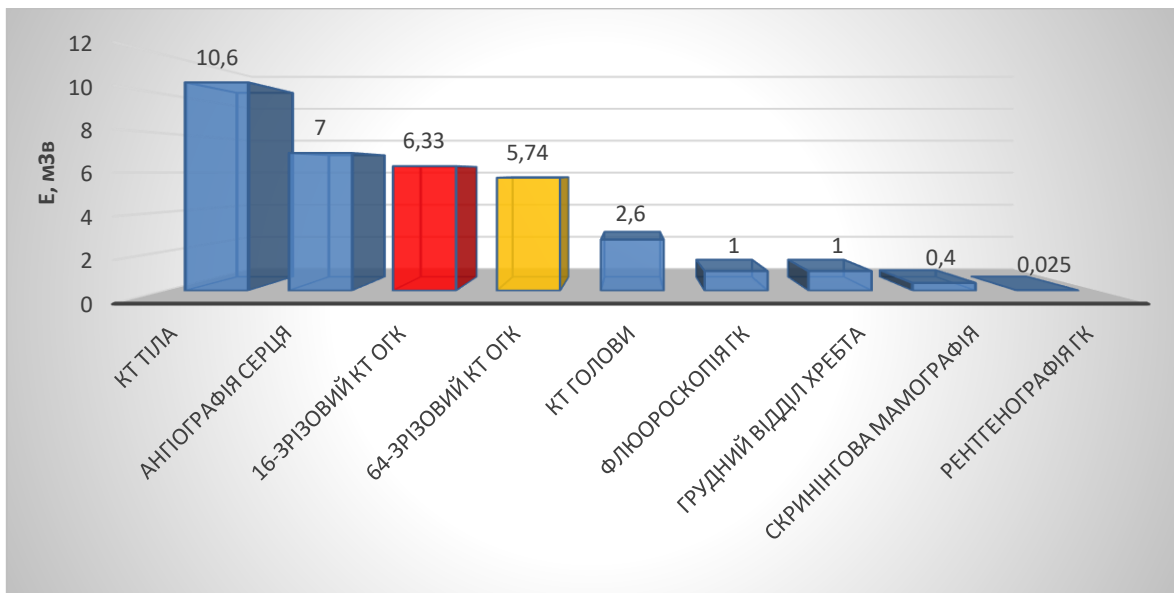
Графік значень ефективної дози у порівнянні з отриманими значеннями для КТ
